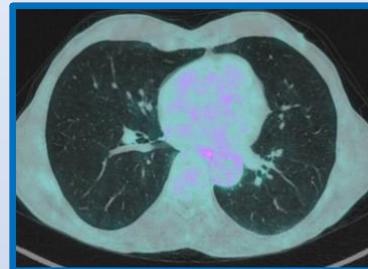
Cortes de tórax y abdomen-pelvis con respuesta metabólica completa en PET-TC del 19/08/21
